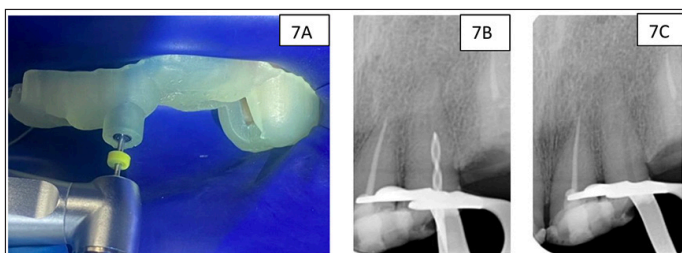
A): Acceso radicular con anillo y Fresa de Guía Endodóntica. B) y C): Confirmación mediante radiografía periapical.
